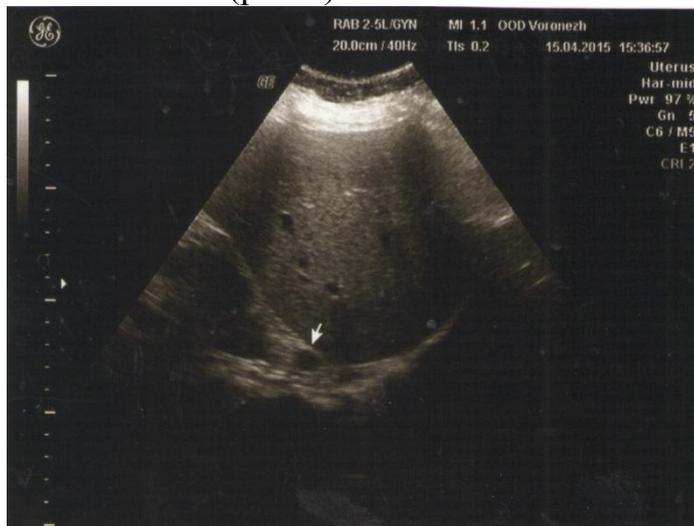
Очаговое образование правого надпочечника (данные УЗИ).
